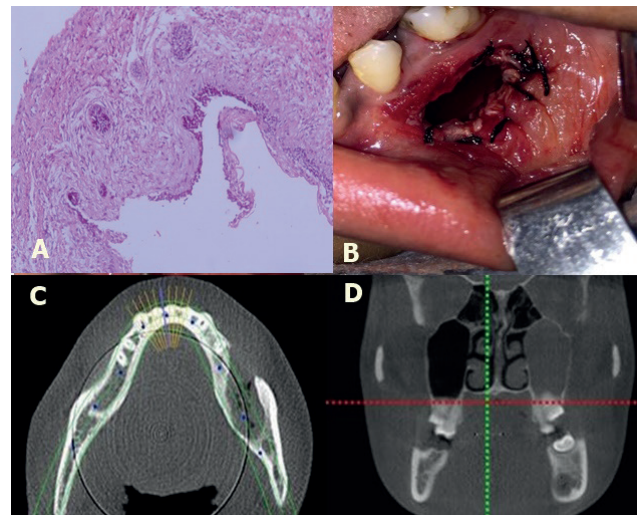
Exame histopatológico em que é possível observar um epitélio odontogênico estratificado apresentando camada basal hiper cromática, com arranjo em paliçada, polarização invertida, vacuolização citoplasmática e áreas de hialinização. O tecido conjuntivo que circundava a lesão apresentava-se organizado de forma capsular, infiltrado por ilhotas, ninhos e cordões de epitélio odontogênico (A). Aspecto pós-operatório da marsupialização (B); Tomografia de controle após 8 meses, evidenciando diminuição da lesão nos cortes axial (C) e coronal (D).
